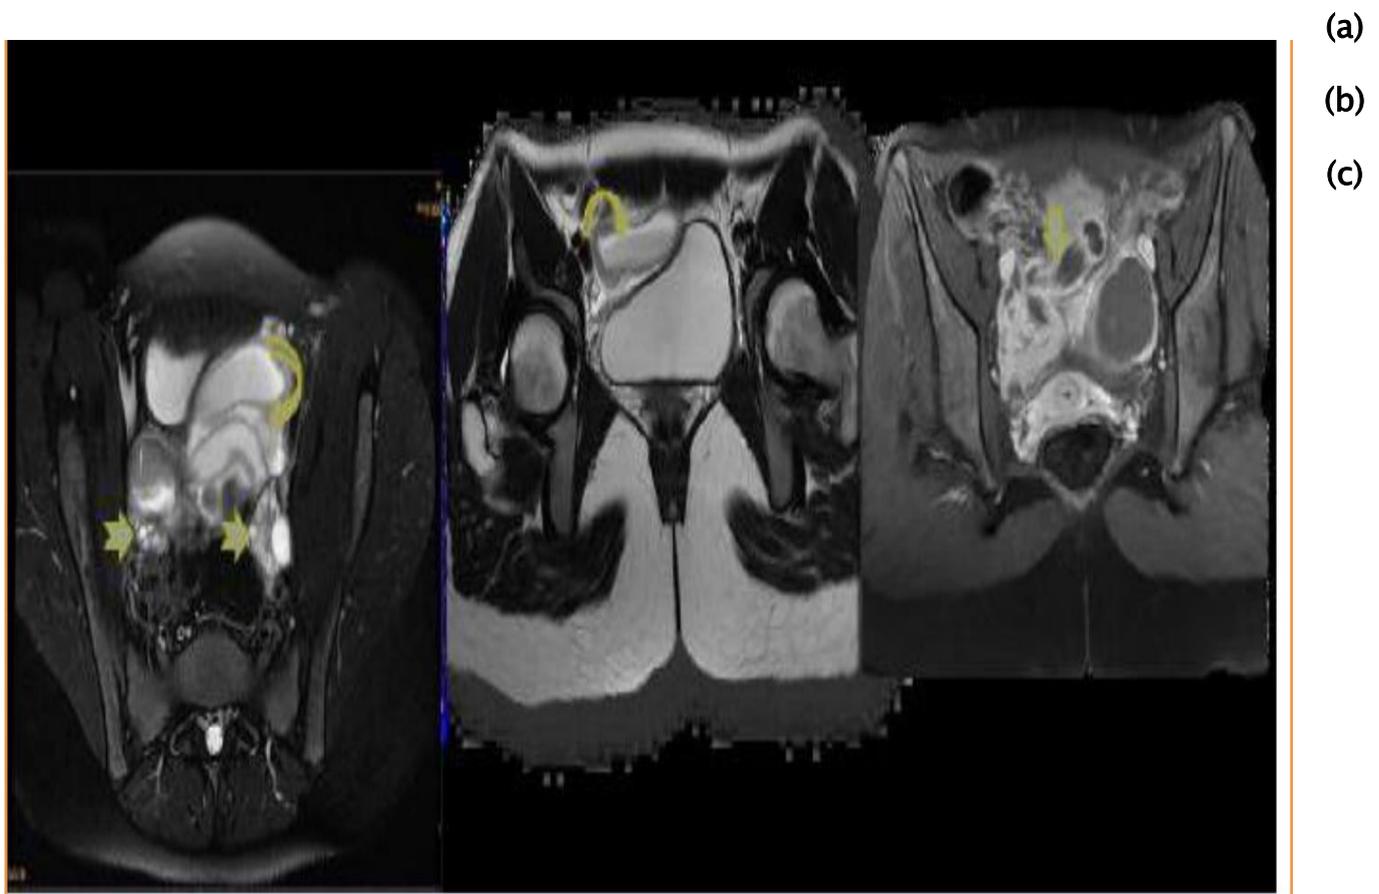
IRM pelvienne: Présence de deux formations liquidiennes latéro-utérines bilatérales de forme tubulée (a), à parois épaissi rehaussée après injection du PC (b). Le contenu de ces lésions est en hétéro signal avec un niveau liquide par endroit (c) (142).
